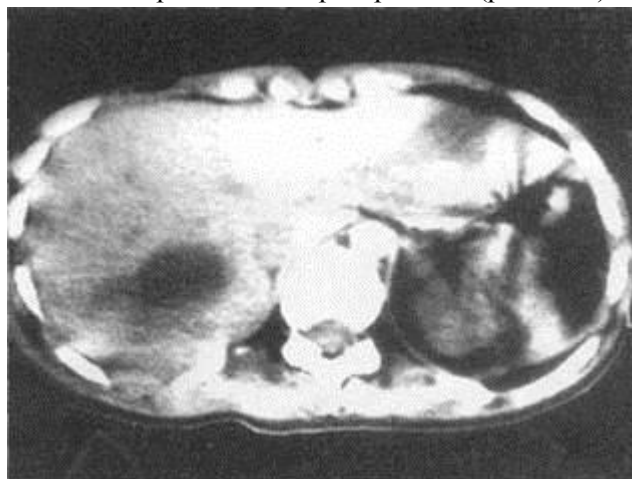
Гематома селезенки (КТ).
